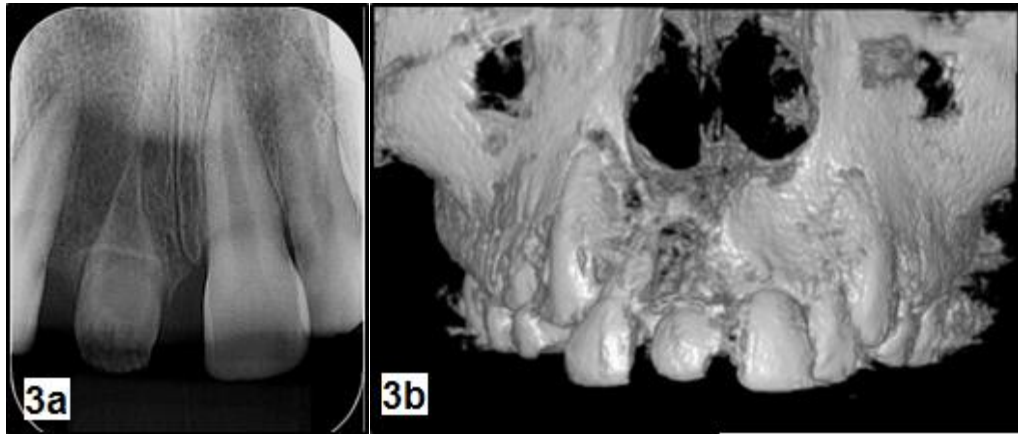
Radiografia periapical inicial do 11 (3a) e tomografia computadorizada (3b) mostrando malformação.
